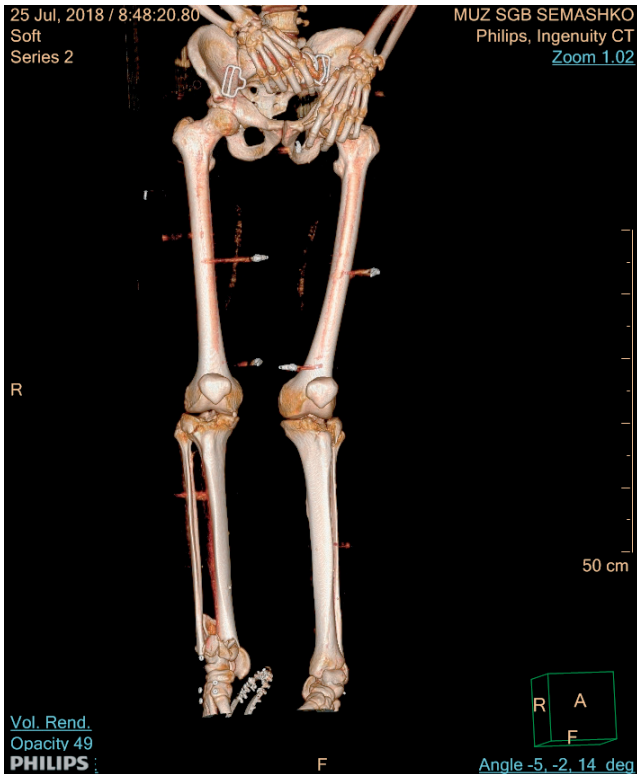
Переломы костей голени у гр-на А. (КТ-исследование)
